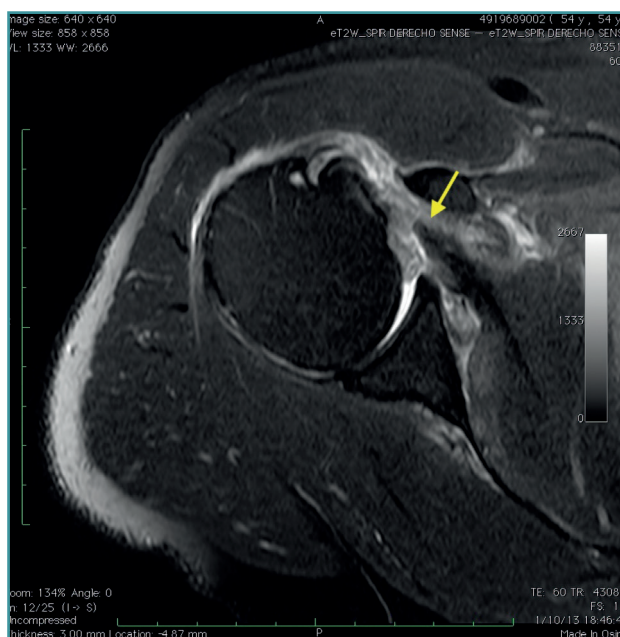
Imagen axial por resonancia magnética de una rotura subescapular aguda de espesor completo. Flecha: rotura del tendón subescapular.
